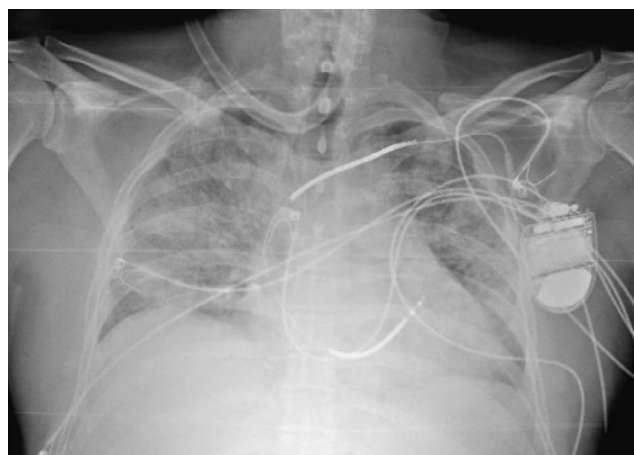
Radiografía de tórax con extensos infiltrados confluentes bilaterales a las pocas horas.
